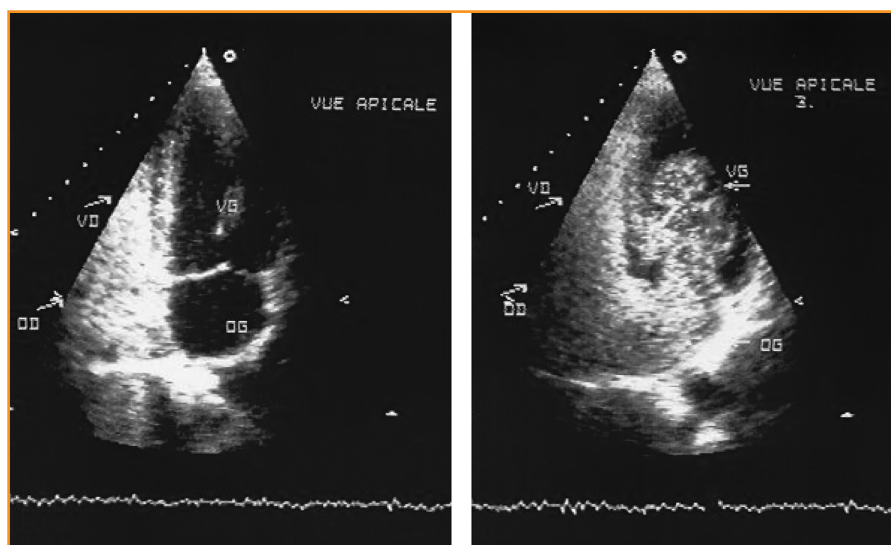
Echocardiographie transthoracique documentant un foramen ovale perméable avec un shunt massif. Sur le cliché de gauche, les bulles ne sont visibles que dans les cavités droites. Sur le cliché de droite, les bulles ont franchi le FOP et opacifient l'oreillette gauche et une partie du ventricule gauche.
